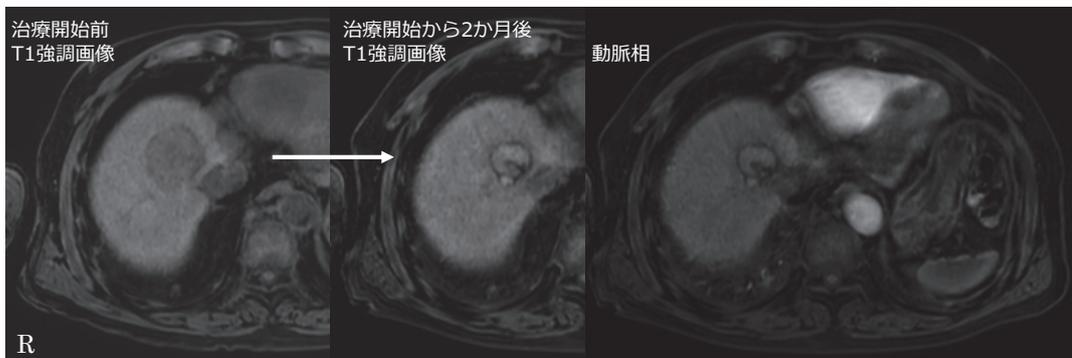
Gd-EOB-DTPA による肝造影 MRI 検査 (症例 3) : 放射線治療開始から 2 か月後の評価では、主腫瘍の長径が 29mm へと縮小し、T1 強調画像で腫瘍全体が高信号へ変化していた。造影効果も認めず、標的病変に対する治療効果は TE4 と判定した。
